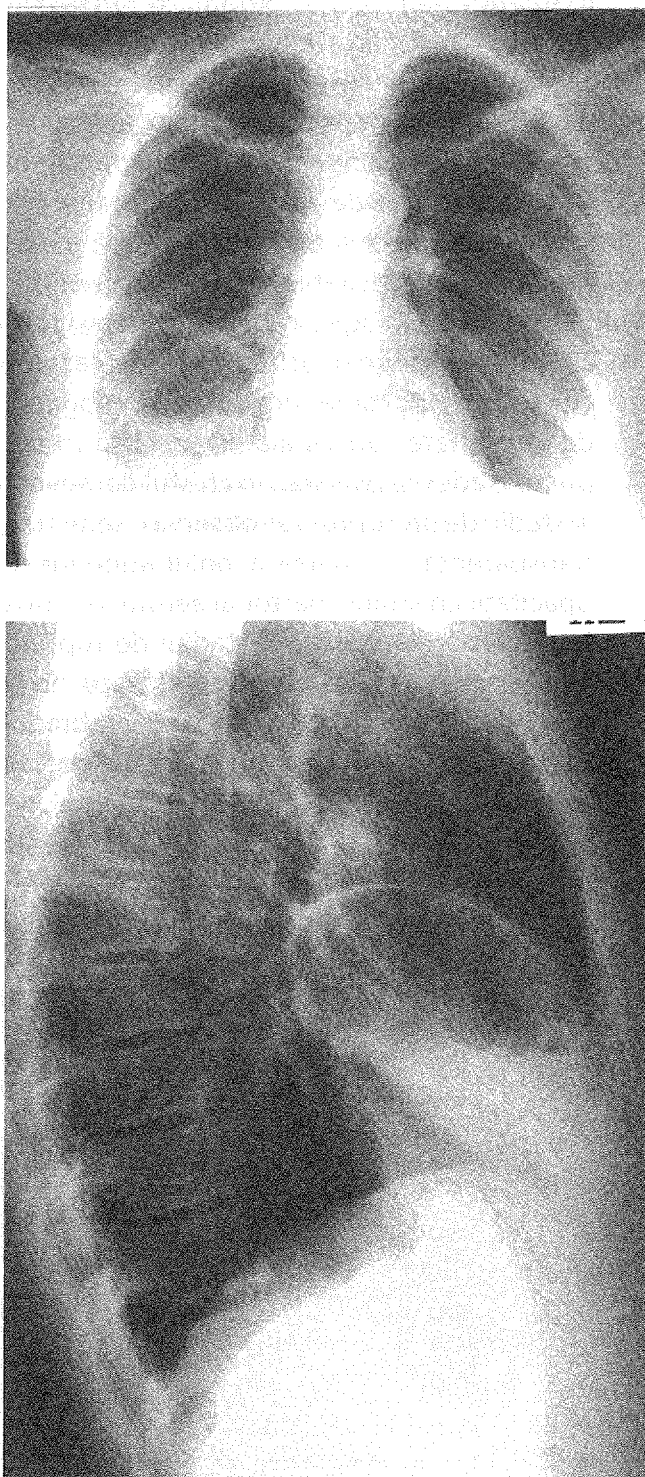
Radiografie toracopulmonară de față respectiv profil drept. Chist hidatic pulmonar drept rupt și parțial evacuat, cu semnul „nufărului”
